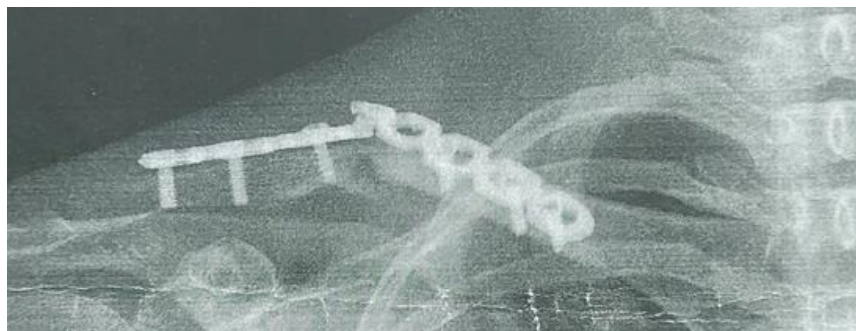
Рентгенограмма излома реконструктивной пластины
